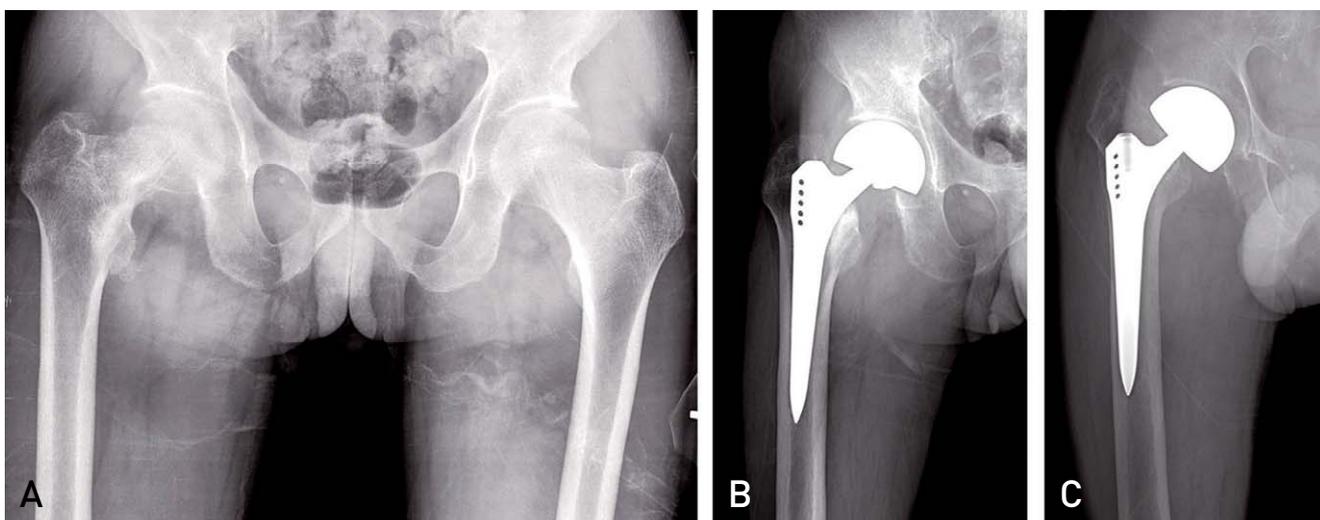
(A) Preoperative radiograph showed insufficiency fracture of the right femoral neck. (B) Radiograph showed stable fixation after 1 year 3 months using cementless bipolar hemiarthroplasty of the right hip. (C) After 1 year 6 months of operation, loosening of femoral stem had occurred.
